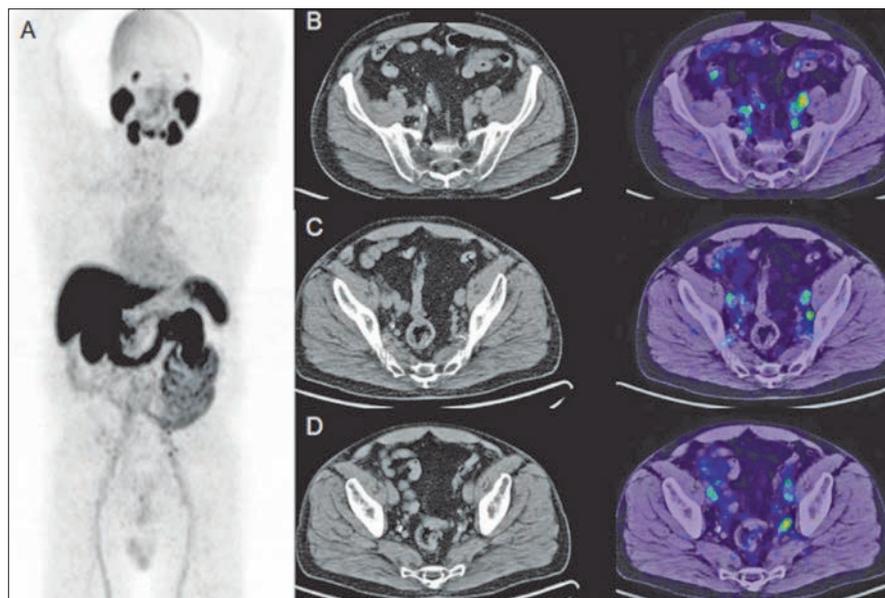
PSMA-PET/CT von Patient 2.
